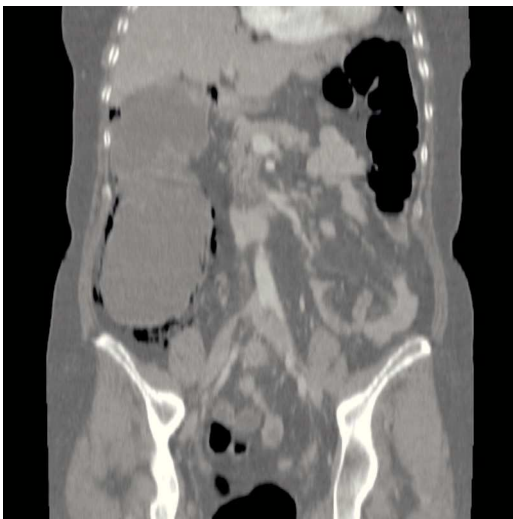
TAC de abdomen con distensión cecal.
